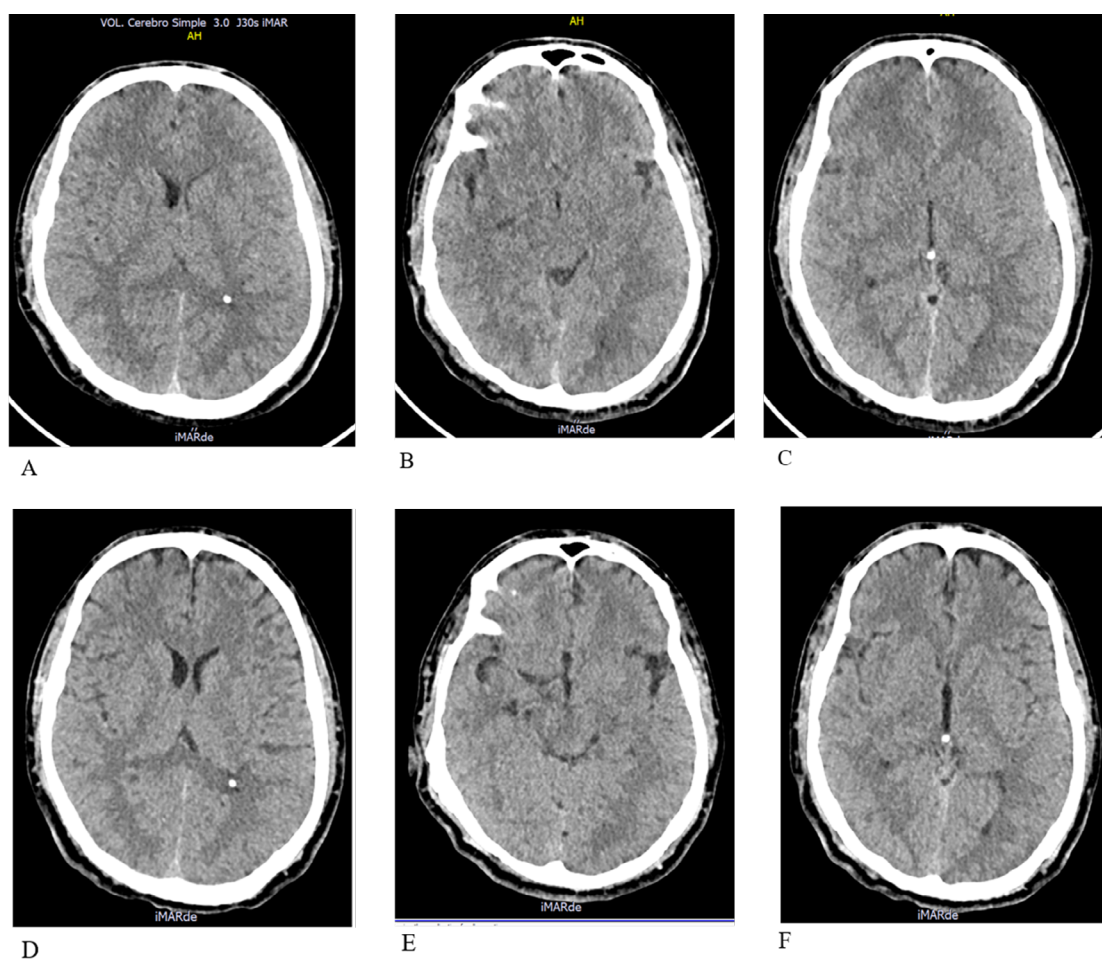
A-C. Tomografía de cráneo simple de ingreso. Cortes axiales en diferentes niveles del encéfalo muestran pérdida del patrón de surcos de la convexidad, de predominio temporoparietal bilateral, compresión de la asta anterior del ventrículo lateral izquierdo, datos sugestivos de edema cerebral difuso. D-F. Tomografía de cráneo simple de seguimiento: se observa la línea media centrada, adecuada diferenciación de la sustancia gris y blanca, el patrón de surcos y circunvoluciones está conservado, no se evidencia compresión ventricular previa, datos que sugieren disminución del edema cerebral.
